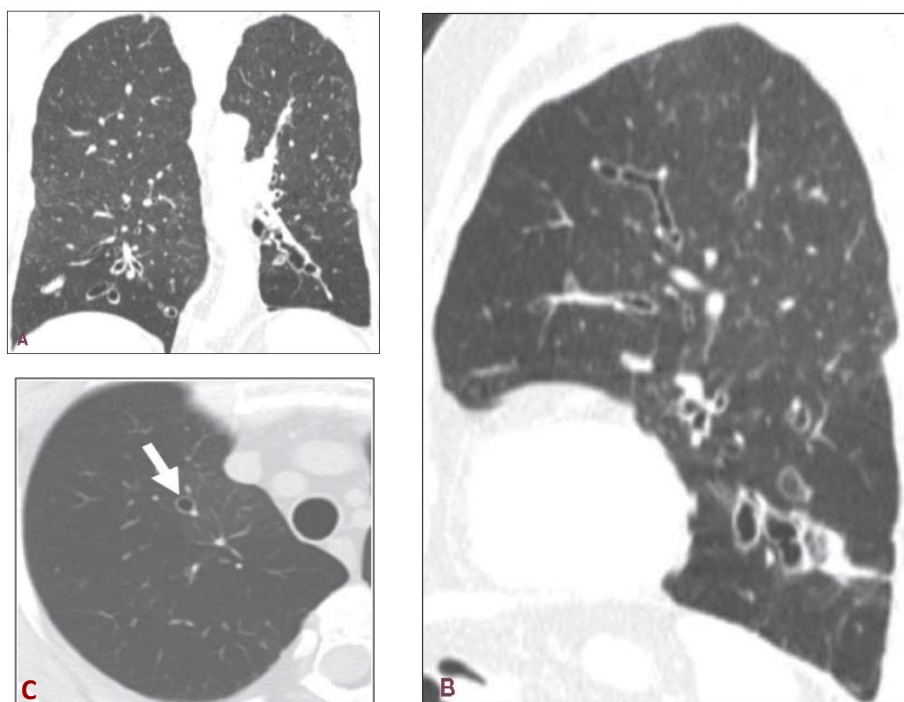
TC torácica. Reconstrucciones coronal (A), sagital (B) y axial (C) de un mismo paciente con bronquiectasias. Las reconstrucciones multiplanares permiten visualizar las estructuras en cualquier plano del espacio (sagitales, coronales, oblicuas y curvas) y son de utilidad en la localización correcta de determinadas lesiones y sus relaciones anatómicas. En la imagen C se muestra el signo del “anillo de sello” (flecha).
